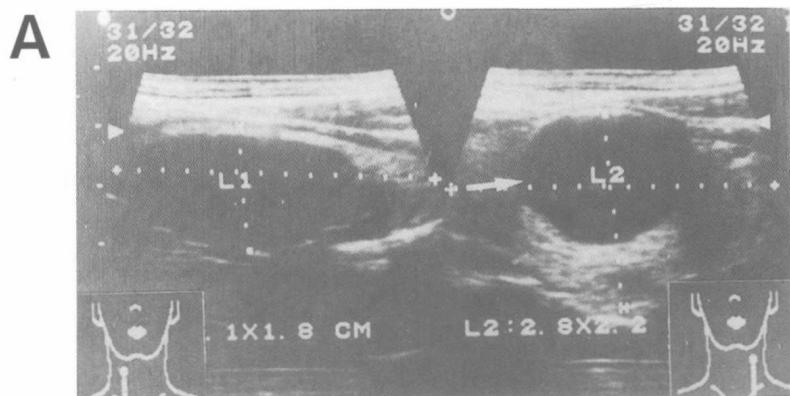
55 歲女性病例，甲狀腺超音波呈現兩側巨大之甲狀腺囊腫。
